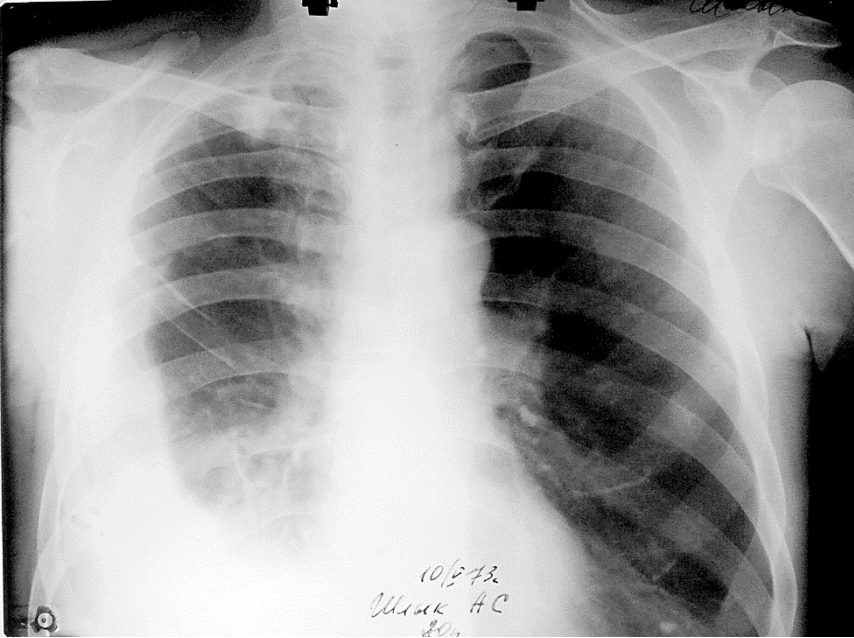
Оглядова пряма рентгенограма.
